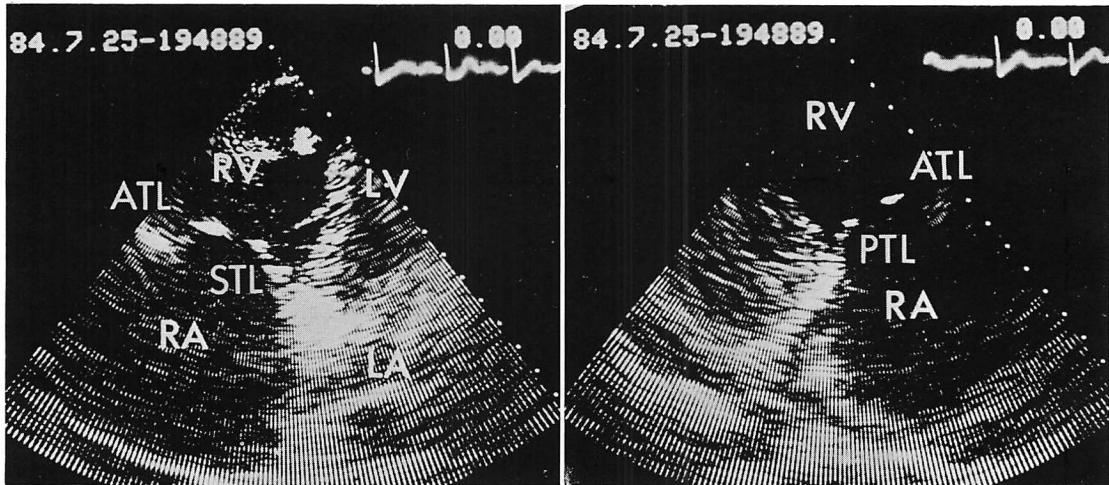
Diastolic frames of 2-dimensional echocardiograms of patients with tricuspid stenosis.
